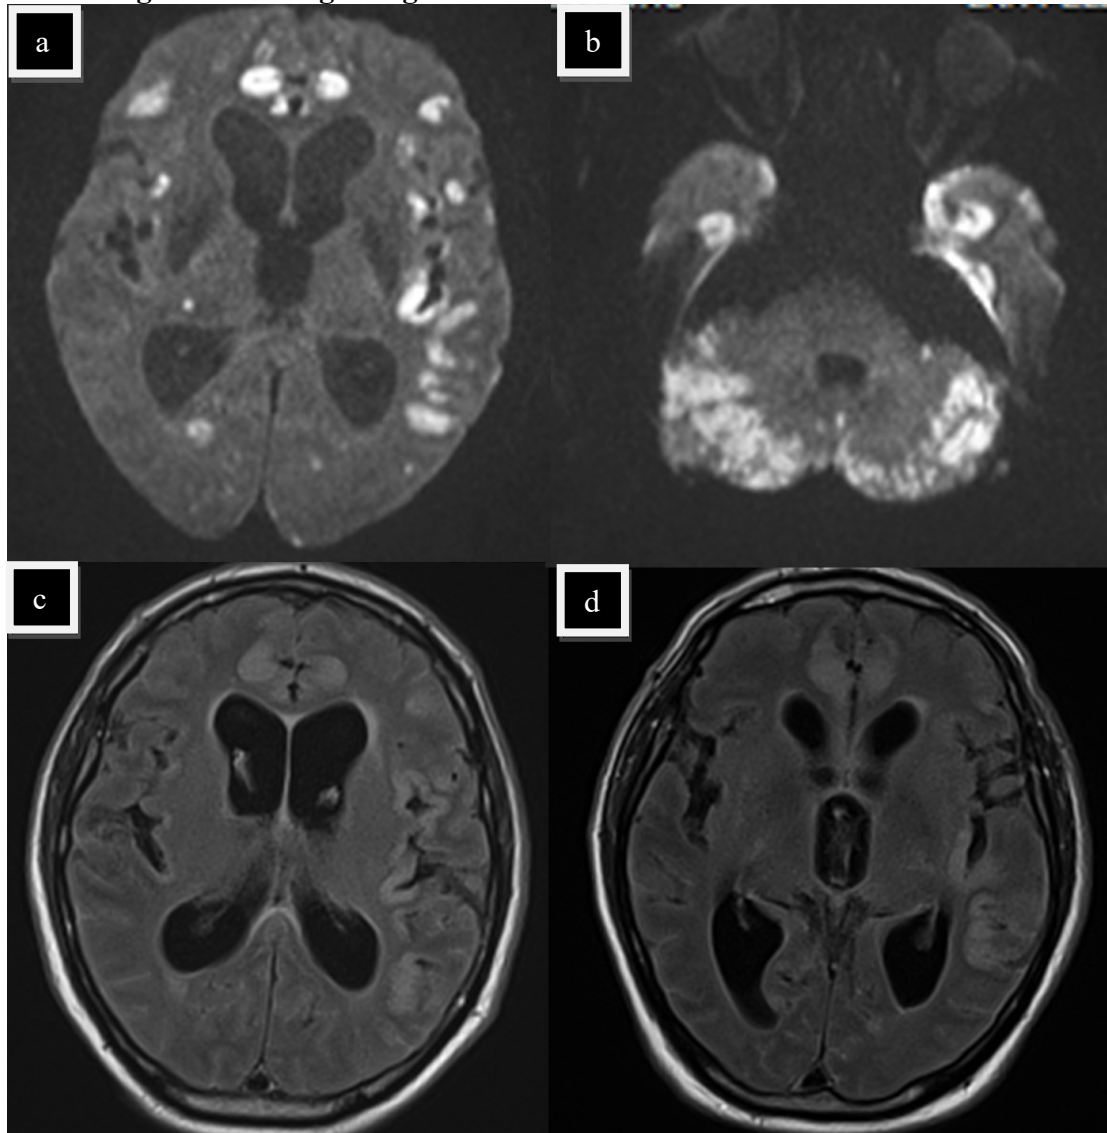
In der DWI-Sequenz zeigen sich multiple disseminierte und teilweise konfluierende Läsionen in nahezu allen Bereichen des Hirns
